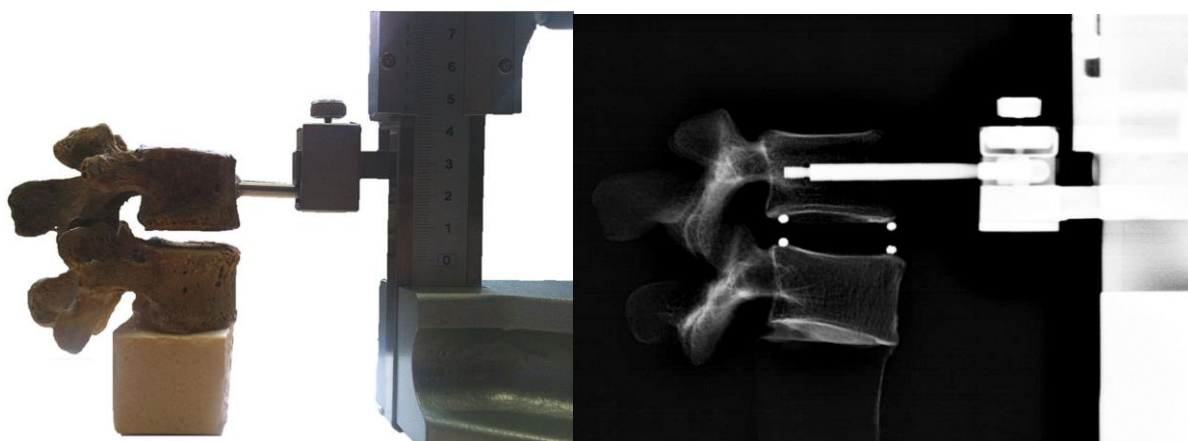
(A et B): Mesure de hauteur discale à l'étage L4-L5 en radiographie standard (33A) et avec EOS (33B)
